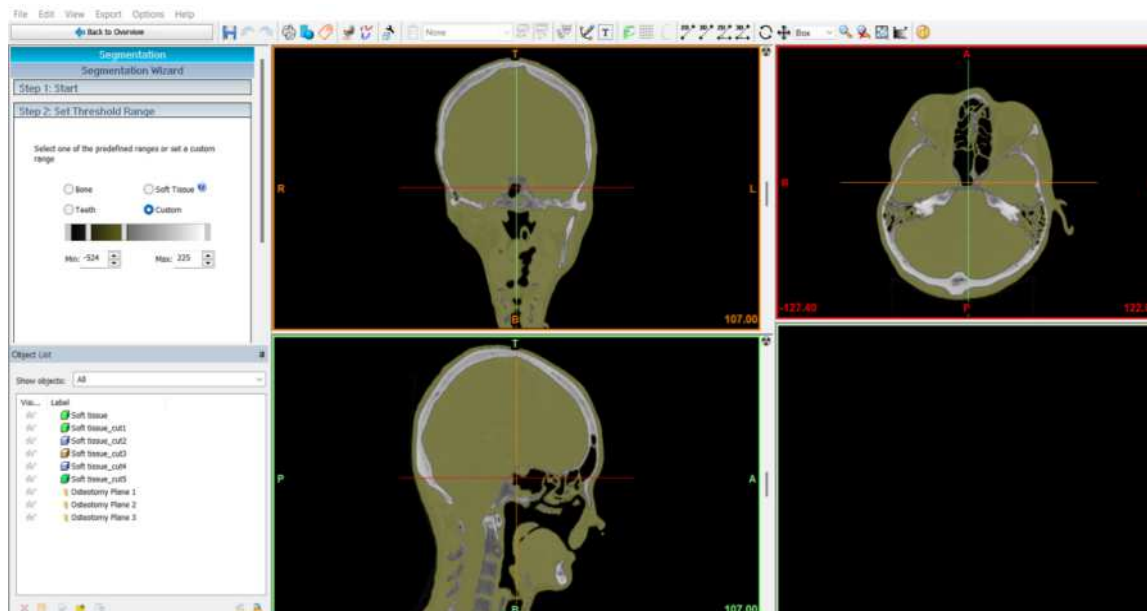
Изображены параметры выбора пороговых значений Hounsfield Unit для сегментации серий МСКТ и формирования трехмерной модели головы с мягкими тканями.
